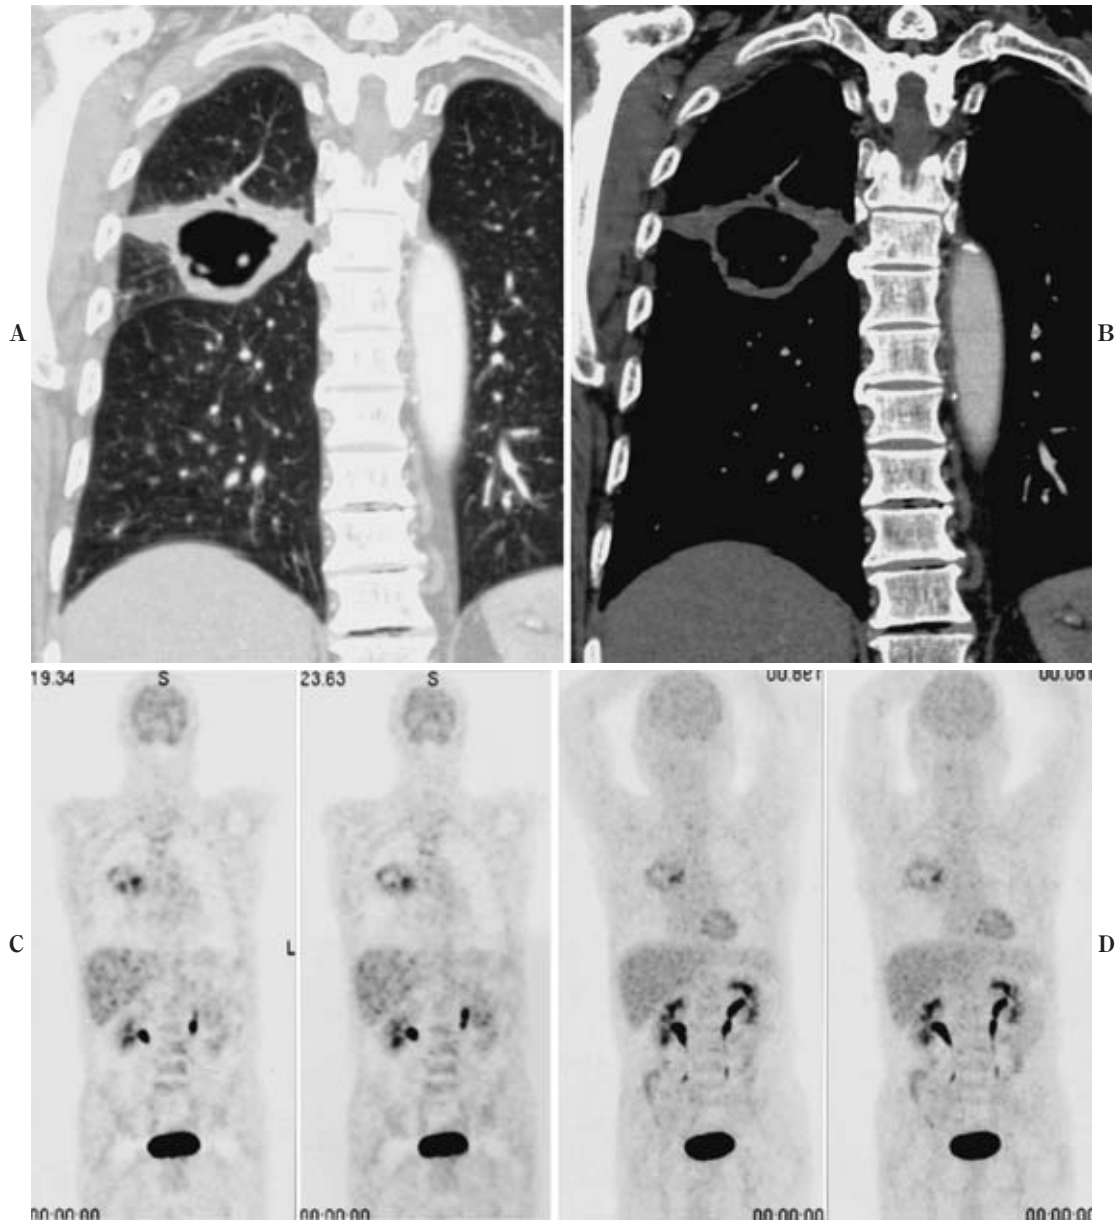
A 73-year-old man with a squamous cell carcinoma in the right upper lobe. On CT there is a cavitary mass with a thick nonhomogeneous wall in right upper lobe (A, B). Coronal reconstruction and maximum intensity projection (MIP) images on FDG-PET demonstrate only slight uptake in both the brain and the cavitary lesion. He suffered from severe diabetes mellitus (DM) and showed an elevated blood sugar level of over 500 mg/dl at the time of examination. In patients with DM, control of blood sugar level to 200 mg/dl or less is necessary for precise evaluation of accumulation in the lesion.
